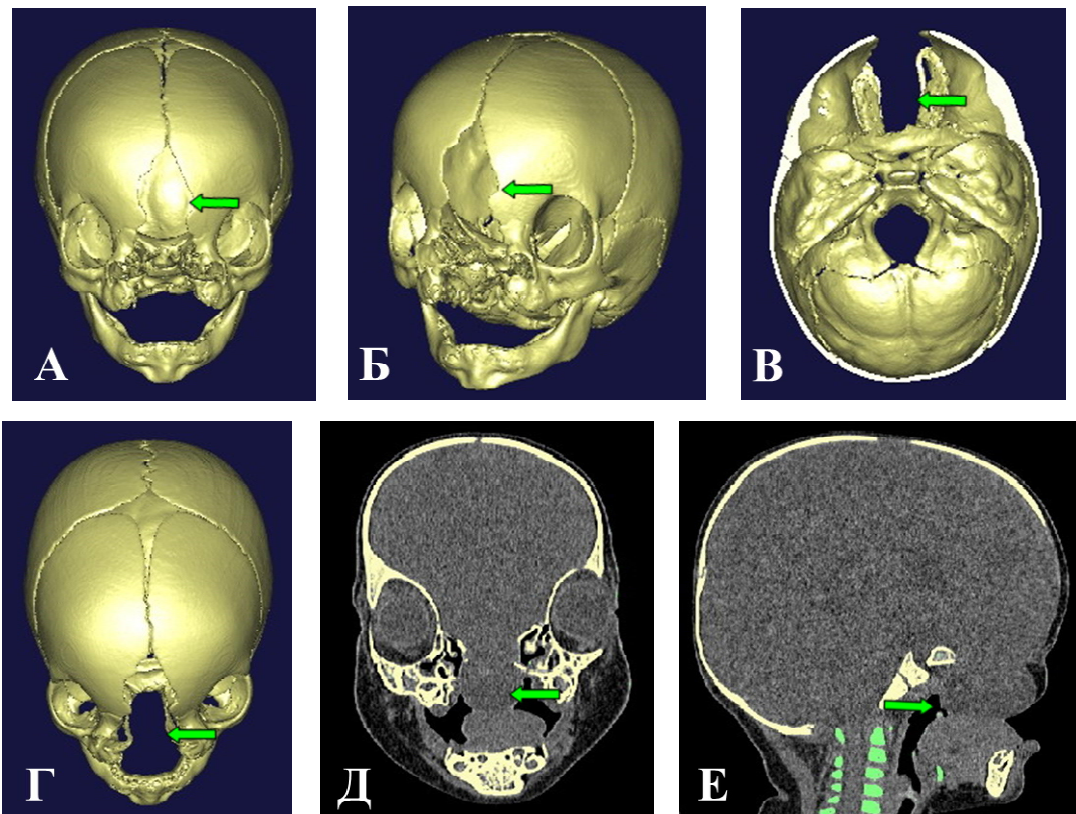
Пациент Г-в, 1г 1 мес. Изображение КТ пациента со срединной расщелиной лица до операции. А, Б, В, Г - КТ-3D пациента, в прямой, косой, аксиальной проекции и проекции сверху соответственно. Определяется грубый порок развития лицевого скелета. На 3D-реконструкции в прямой проекции виден грубый порок развития краниофациальной области. Стрелками указан дефект кости. Д, Е - КТ-пациента во фронтальной и сагиттальной плоскости соответственно. Стрелками указано пролабирование мозга в дефект костей
